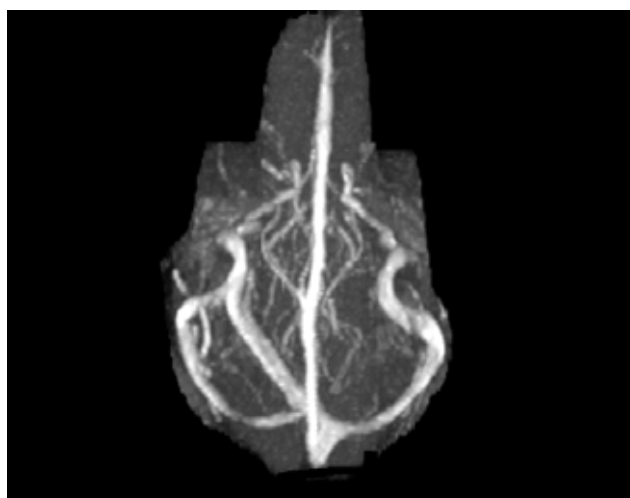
Veno-RM onde se identifica estrutura vascular na fossa posterior de trajecto oblíquo desde a tórula ao seio sigmoide em relação com a presença de SO num adulto.
